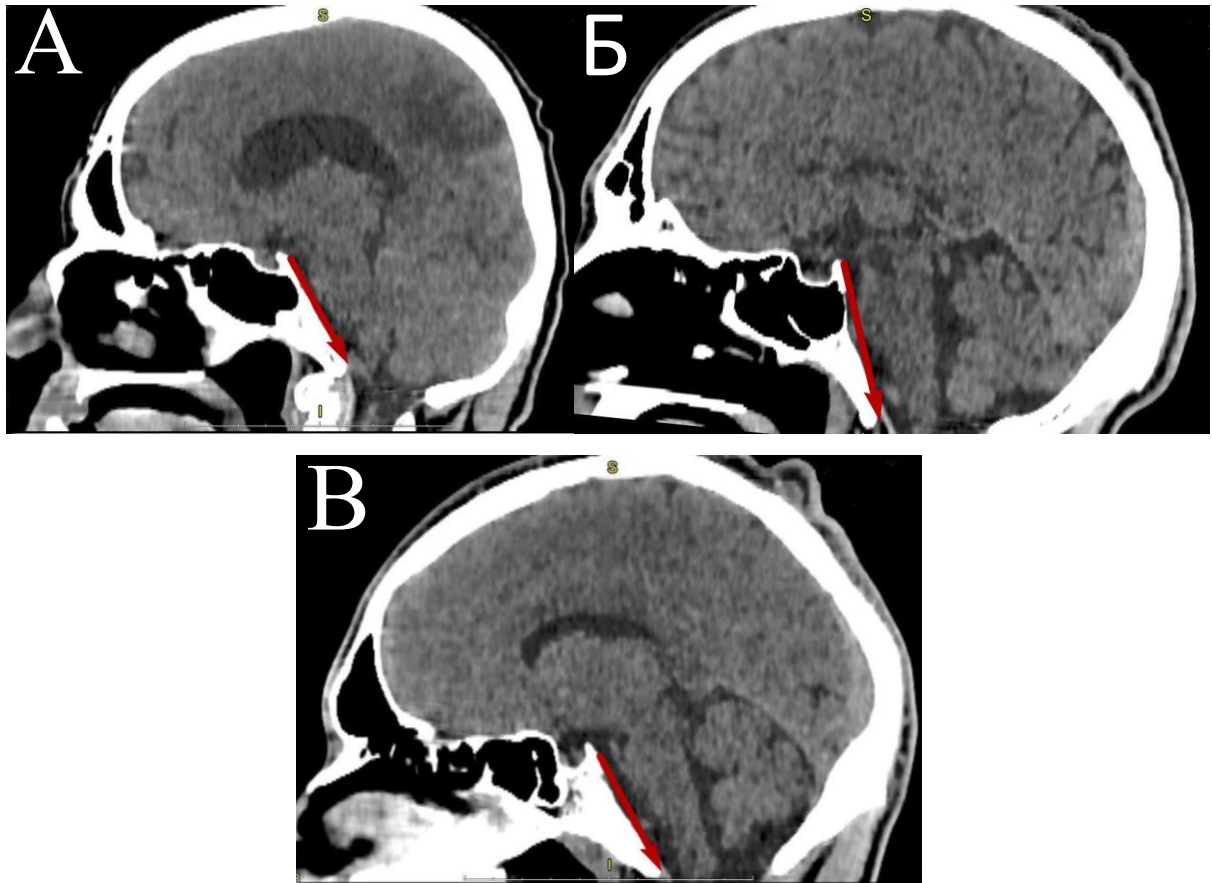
Зображення лінії схилу в залежності від форми будови черепа на КТ знімках голови: А – брахікрани; Б – мезокрани; В – доліхокрани.
